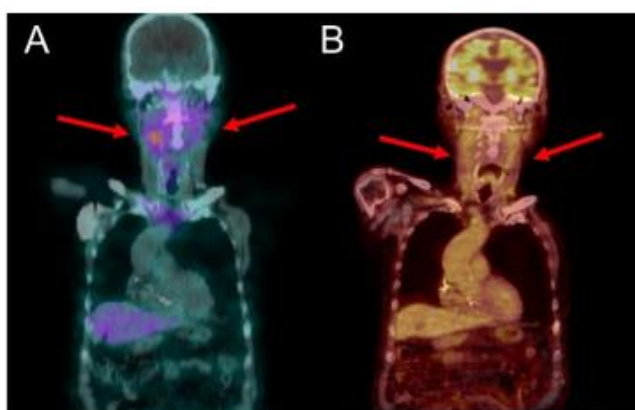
Estudio de ⁶⁷Ga-SPECT/TC (A) y de ¹⁸F-FDG PET/TC (B) en paciente geriátrico (77 años). Las flechas rojas indican captación de radiofármaco de manera bilateral a nivel de la arteria carótida común. El diagnóstico final fue de arteritis de células gigantes. Imagen tomada de Tsuzuki et al [14]
